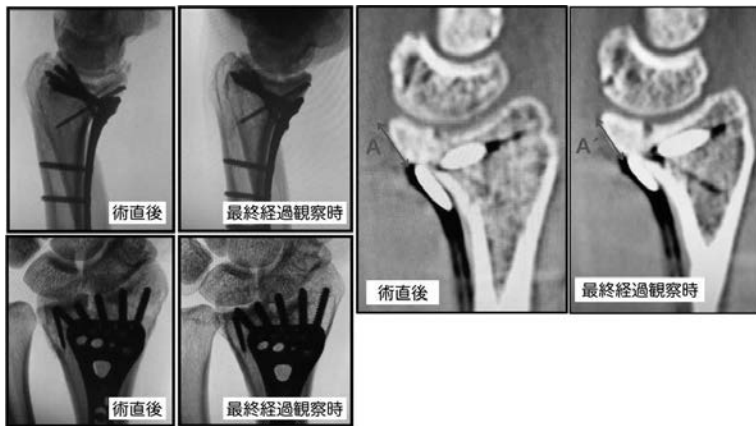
単純X線, CT画像 (術直後と最終経過観察時)
